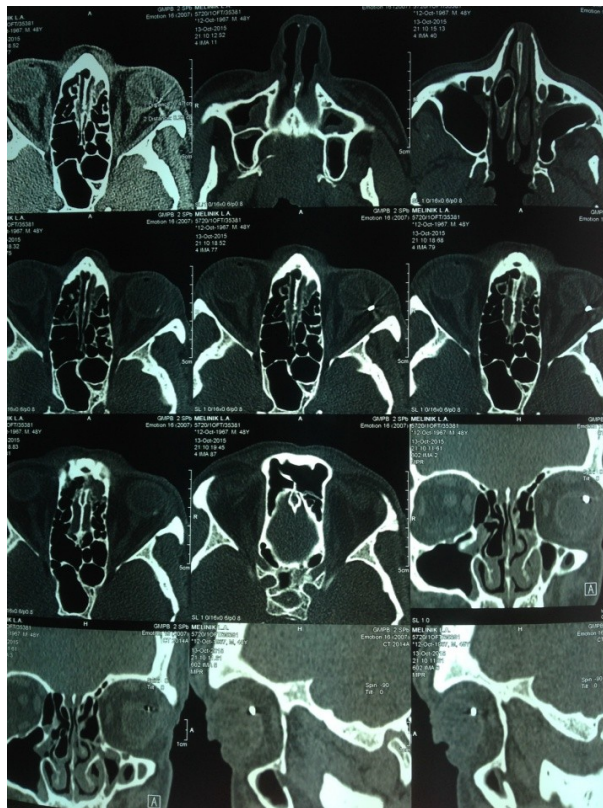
Клинический случай локализации ВГИТ с помощью КТ.
